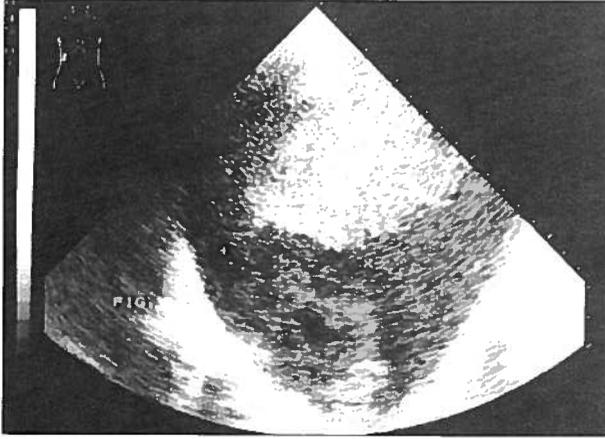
Ecografia: volumosa massa necrosada no lobo direito do fígado.
